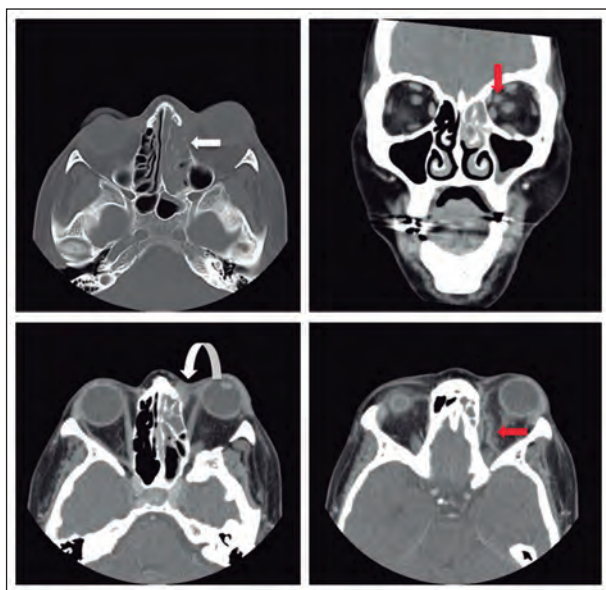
Tomografía computada de órbitas demuestra compromiso inflamatorio del laberinto etmoidal, osteólisis de lámina papirácea (flecha blanca), compromiso del saco lagrimal (flecha curva) y proptosis izquierda. Aumento de densidad de la grasa intraconal y dilatación de la vena oftálmica superior (flecha roja), sin evidente realce tras el uso de contraste endovenoso, sugerente de celulitis orbitaria y tromboflebitis.
